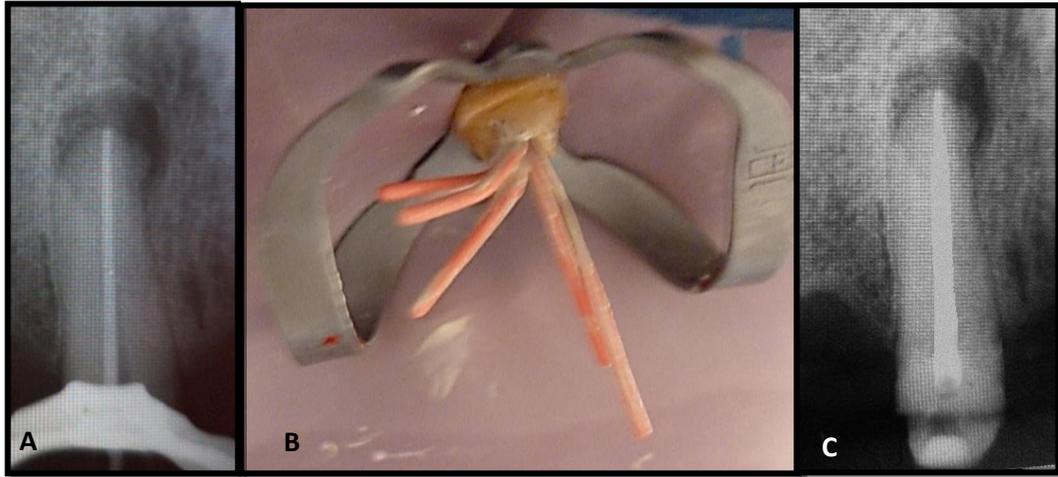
Obturación. A. Conometría. B. Penacho antes del corte de gutapercha C. Radiografía final de la endodoncia
